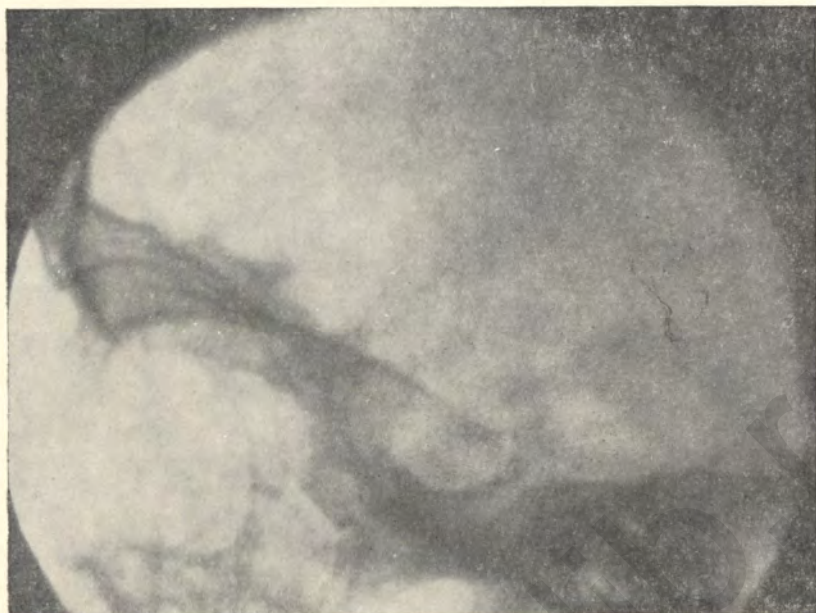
Рентгенограмма черепа больного, изображенного на рис. 103.
